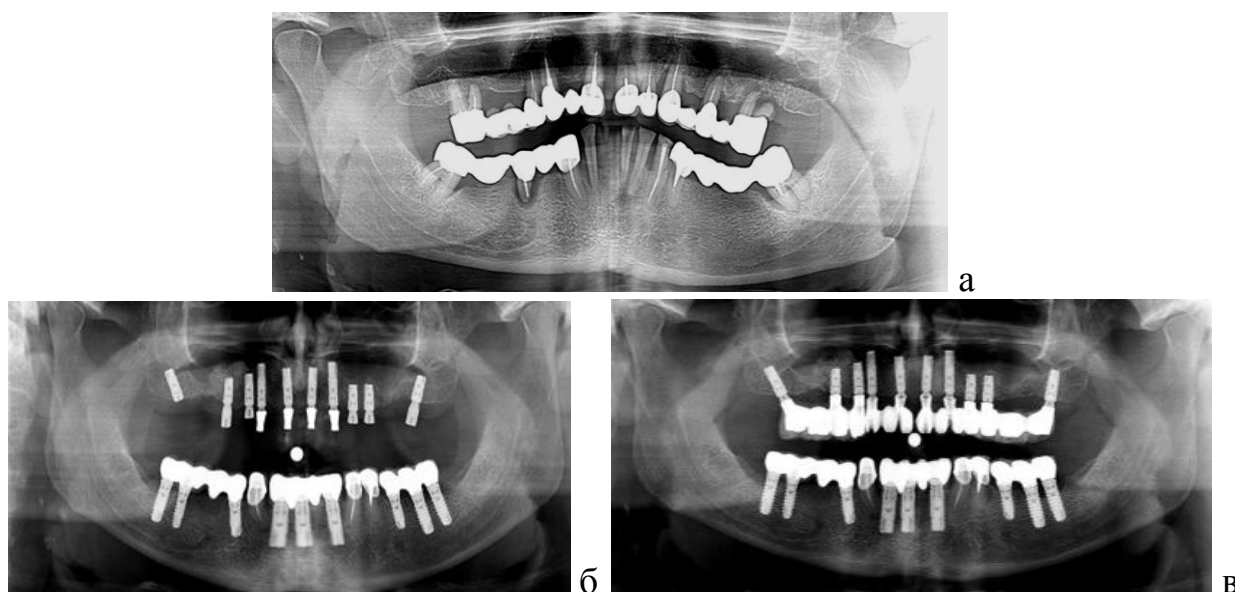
Панорамные томограммы челюстей пациента Г., 50 лет, второй группы исследования с сахарным диабетом второго типа: а - на первом этапе исследования (результаты иммунной гистохимии биопсийного материала - CD4/CD8 – 1,62; CD34 – 0,57; CD68 – 2,54; CD163 – 1,82; CD204 – 2,64; Ki67 – 3,34; p53 – 1,42; p63 – 1,28); б - на третьем этапе исследования (результаты иммунной гистохимии биопсийного материала - CD4/CD8 – 2,53; CD34 – 3,48; CD68 – 4,3; CD163 – 2,87; CD204 – 3,12; Ki67 – 7,14; p53 – 1,12; p63 – 1,57); в - отдаленный результат – 6 лет после протезирования с опорой на дентальные имплантаты
